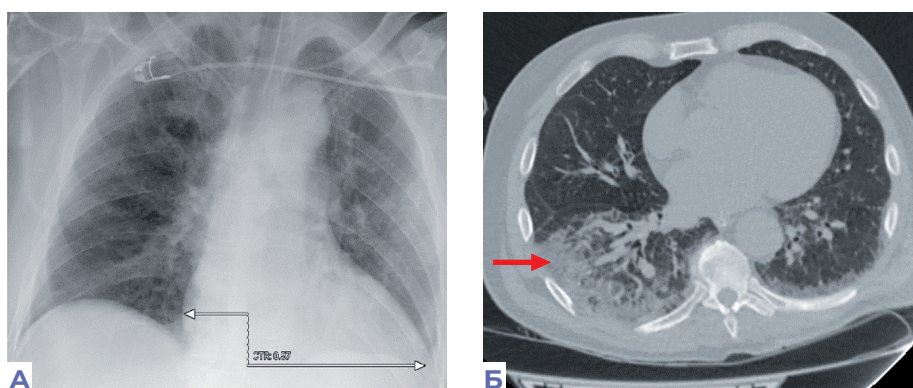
Инфильтрация, пропущенная СИИ и Рентгенологом 1.
